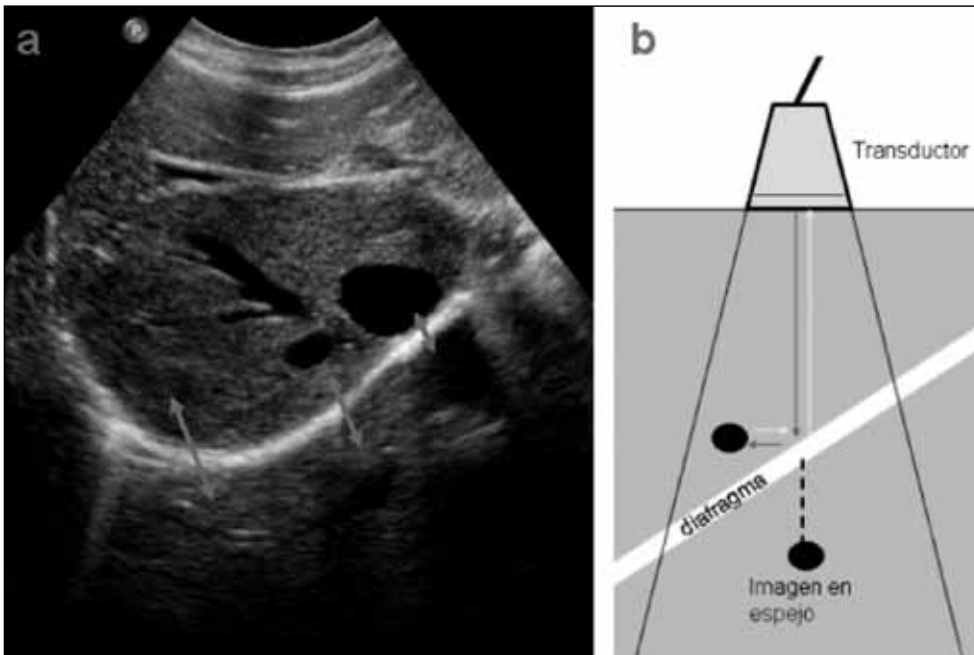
Sobre superficies fuertemente refractoras, como el diafragma, las ondas de ultrasonidos pueden desviarse y generar un artefacto en espejo (Fig. 1.14b). Observe en la Figura 1.14a como se refleja la vena cava inferior y el parénquima hepático por encima del diafragma en la teórica localización del pulmón.
